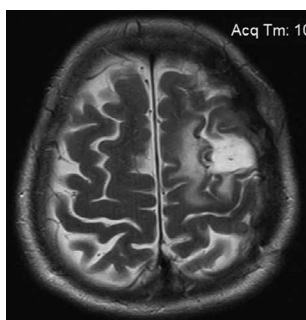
МРТ головного мозга пациентки Ш., выполненная в 2017 г. Послеоперационные изменения после удаления конвексительной менингиомы лобной области слева.
